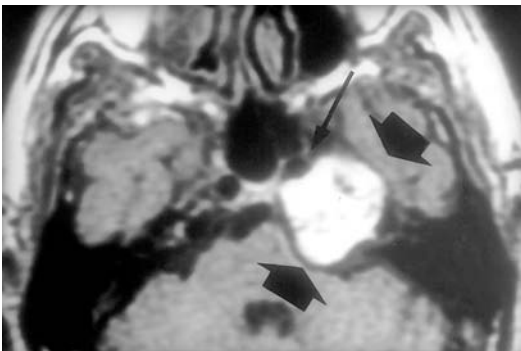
Granuloma de colesterol de la punta del peñasco. RM T₁ axial sin contraste. La lesión (flechas gruesas) destruye la punta del peñasco y desplaza anteriormente la arteria carótida interna (flecha fina). Es hiperintensa, debido al efecto paramagnético de los metabolitos de la hemoglobina. El halo hipointenso periférico corresponde a depósitos de hemosiderina-ferritina.*
